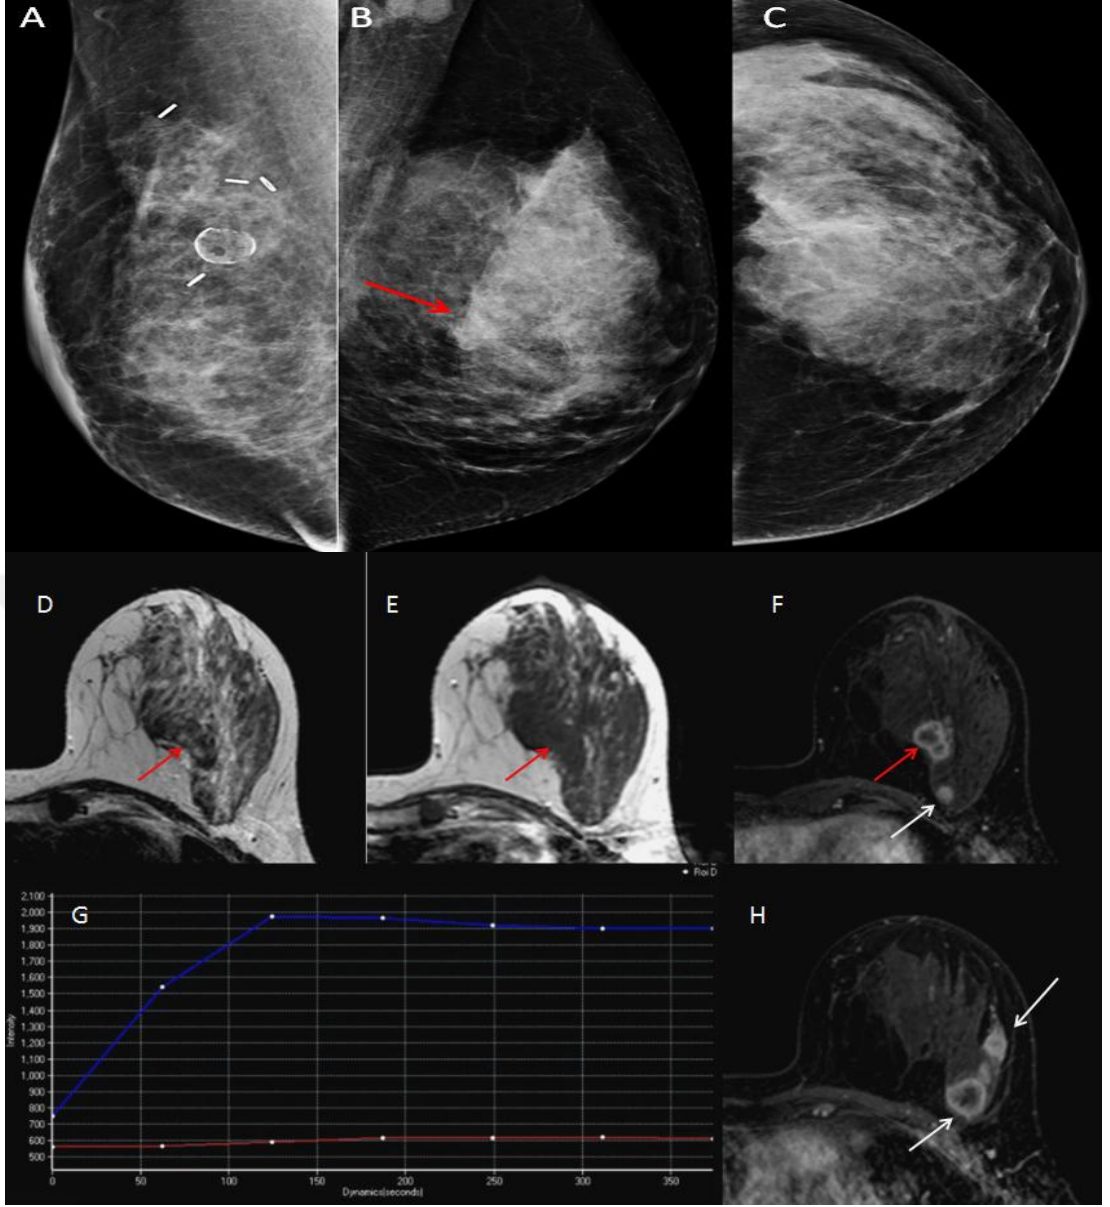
40 yaşında kadın hasta, tarama mamografisi için başvurdu. Mamografide sol MLO projeksiyonda orta kesimde, göğüs duvarına ve sternuma komşu yerleşimli, sağ MLO projeksiyona göre asimetrik, fokal bir opasite (kırmızı ok) görülmektedir (A, B). Sol CC projeksiyonda (C) asimetrik opasite seçilemiyor. Asimetrik opasite T2A (D) ve T1A (E) görüntülerde anatomik varyasyon (sternal kas) (kırmızı oklar) olarak değerlendirildi (BIRADS 2).
